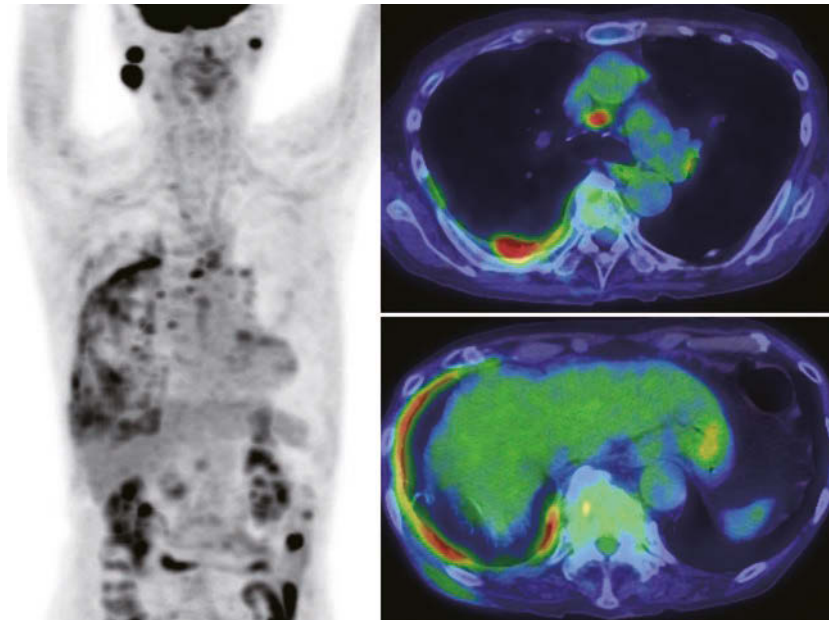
FDG-PET/CT. FDG-PET showed the accumulation of FDG in the right pleural thickening, mediastinal lymph nodes, and bilateral parotid glands.
